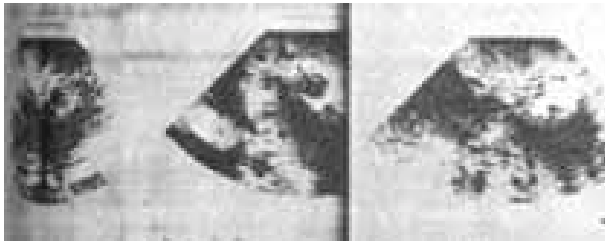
e 6B - Ecocardiograma uni e bidimensional pós-operatório demonstrando ausência de massas intracavitárias.
